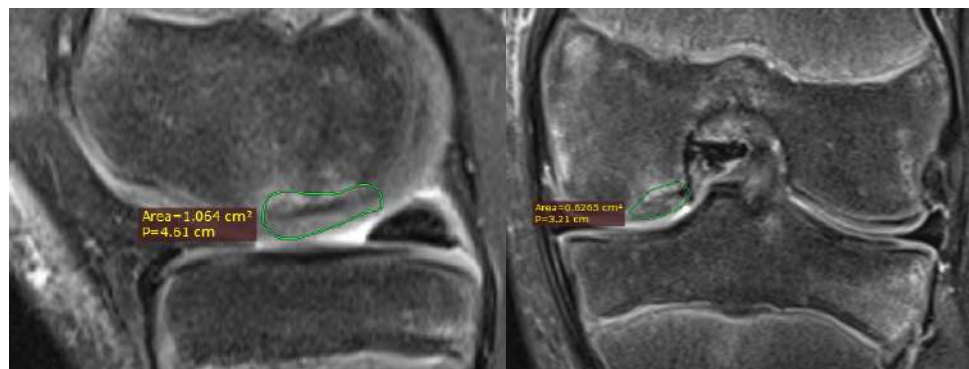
Рисунок №47. МРТ правого коленного сустава пациента В. в предоперационном периоде в режиме PDFS (слева – сагиттальная проекция, справа – фронтальная проекция).
